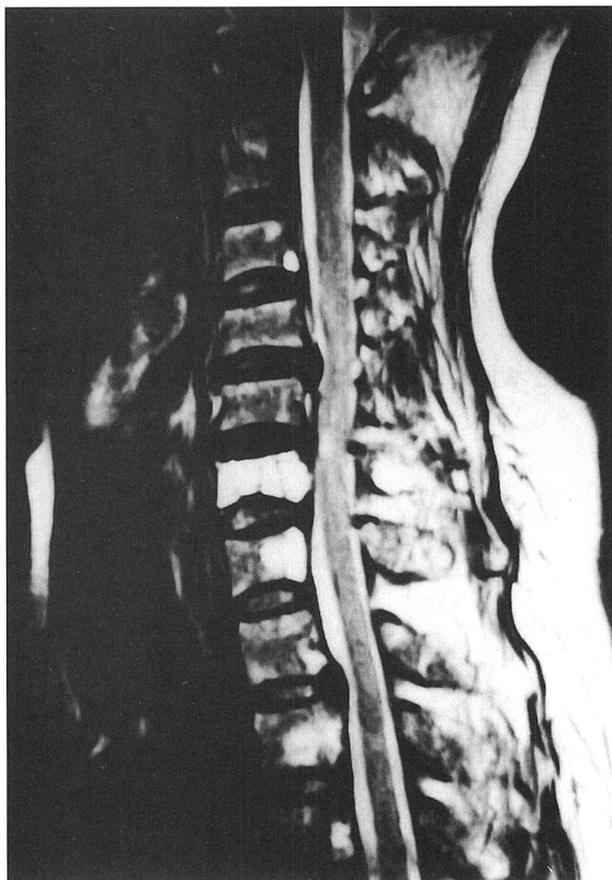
頤椎 MRI T2 強調画像（化学療法前）
